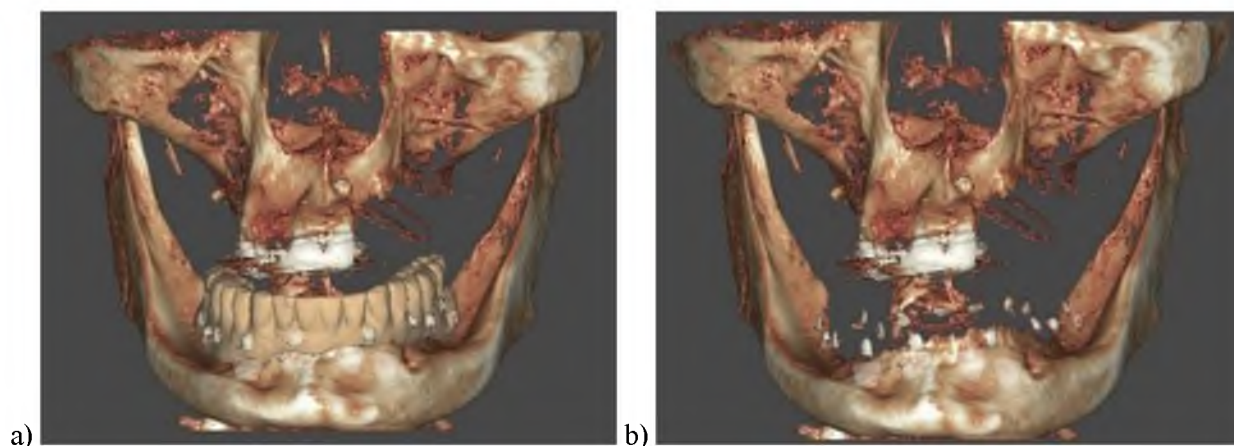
Рентгенологический образ (DICOM-файл) со старым протезом (а) и нанесенными метками в полости рта (b)
